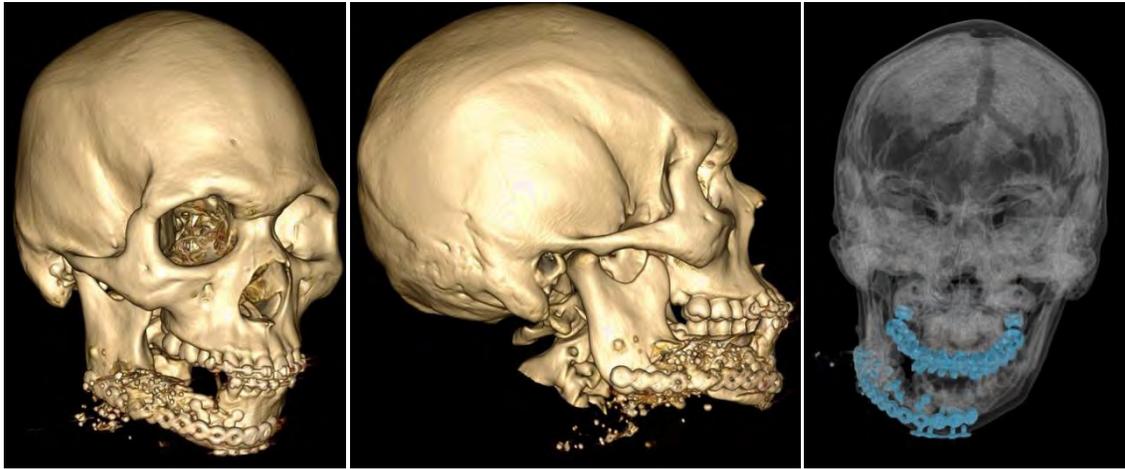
Tomografía de control, se observa el material de osteosíntesis en buena posición.
